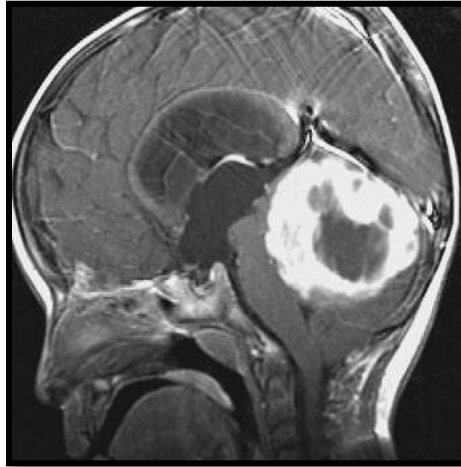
Localización del meduloblastoma. Se muestra por medio de IRM al tumor ubicado en fosa posterior
